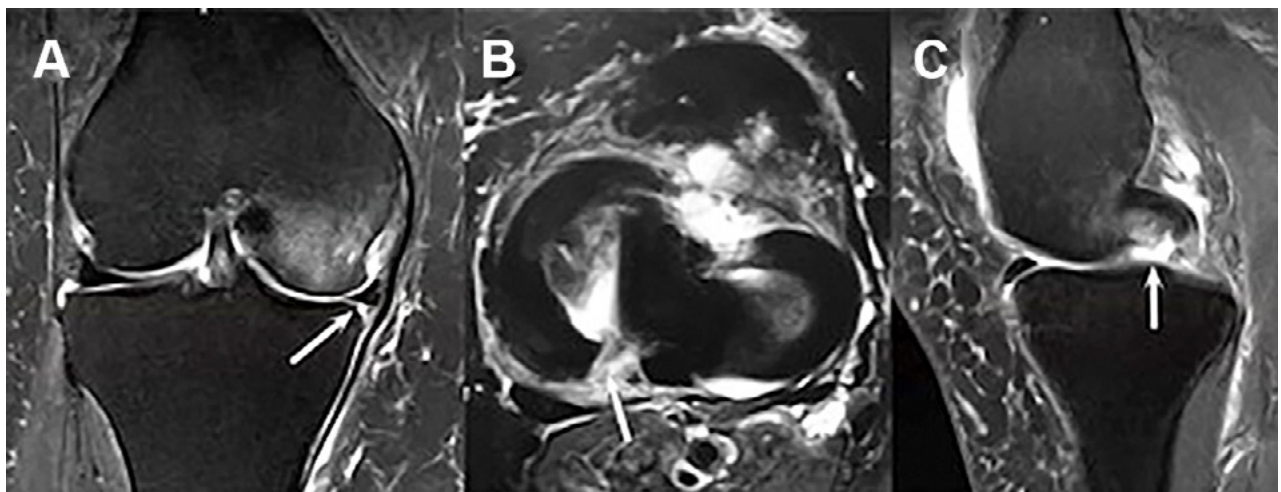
Signos de resonancia magnética para las lesiones de la raíz del menisco medial. A) Extrusión meniscal medial de ≥ 3 mm en un corte coronal. B) Imagen hiperintensa en la región posterior de la raíz meniscal al evaluar un corte axial. C) El "signo fantasma", que es la ausencia de un menisco identificable en el plano sagital.
